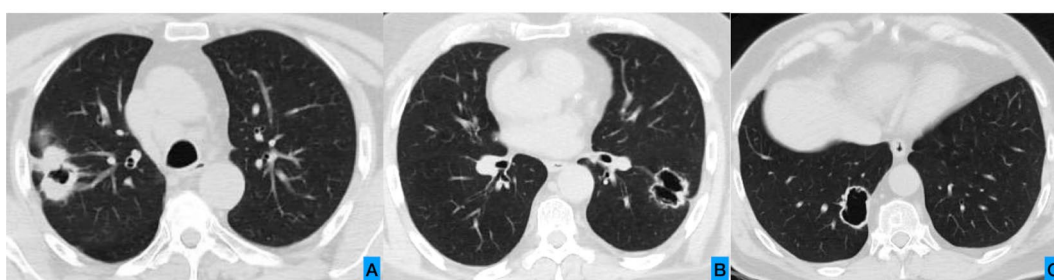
TC de tórax en ventana de pulmón. Cortes axiales. Cavidades pulmonares bilaterales, subpleurales, tanto en lóbulos superiores como inferiores, de paredes gruesas de hasta 15 mm, con bordes internos irregulares, sin niveles hidroaéreos, sin otros hallazgos pleuro-pulmonares asociados. A. En segmento posterior del LSD. B. En segmento superior del LII. C. En segmento basal medial del LID.
